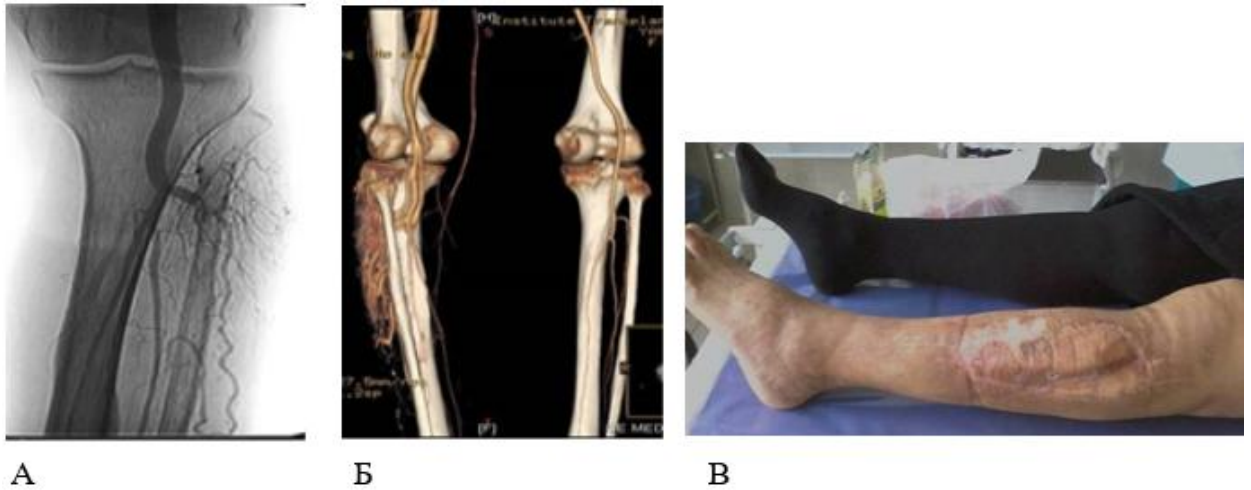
Клінічний випадок (група IV): А) селективна артеріографія; Б) МСКТ-ангіографія; В) клінічні дані після оперативного лікування.
